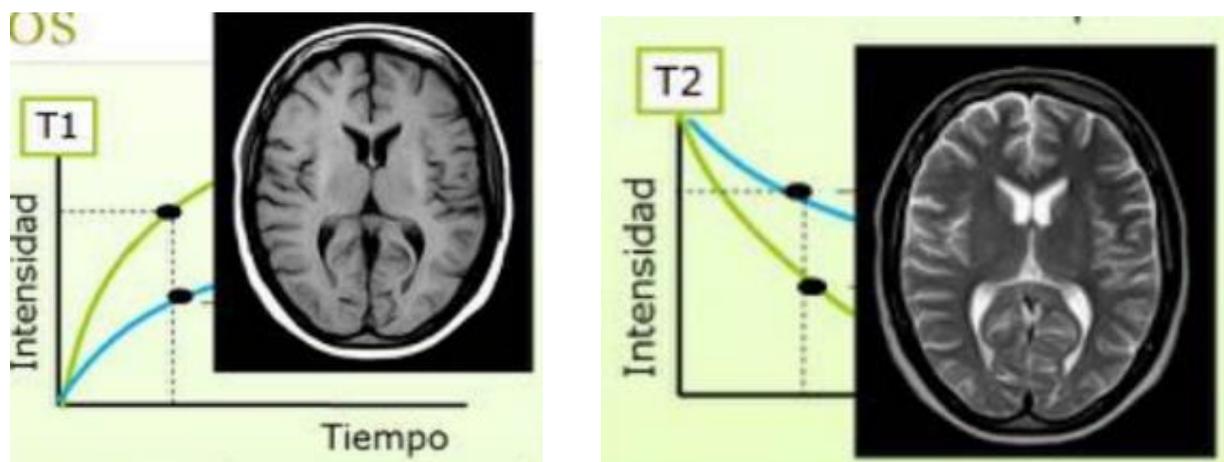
Tiempo de relajación T1 y T2 de los tejidos en corte axial de imagen de Resonancia Magnética de encéfalo.
